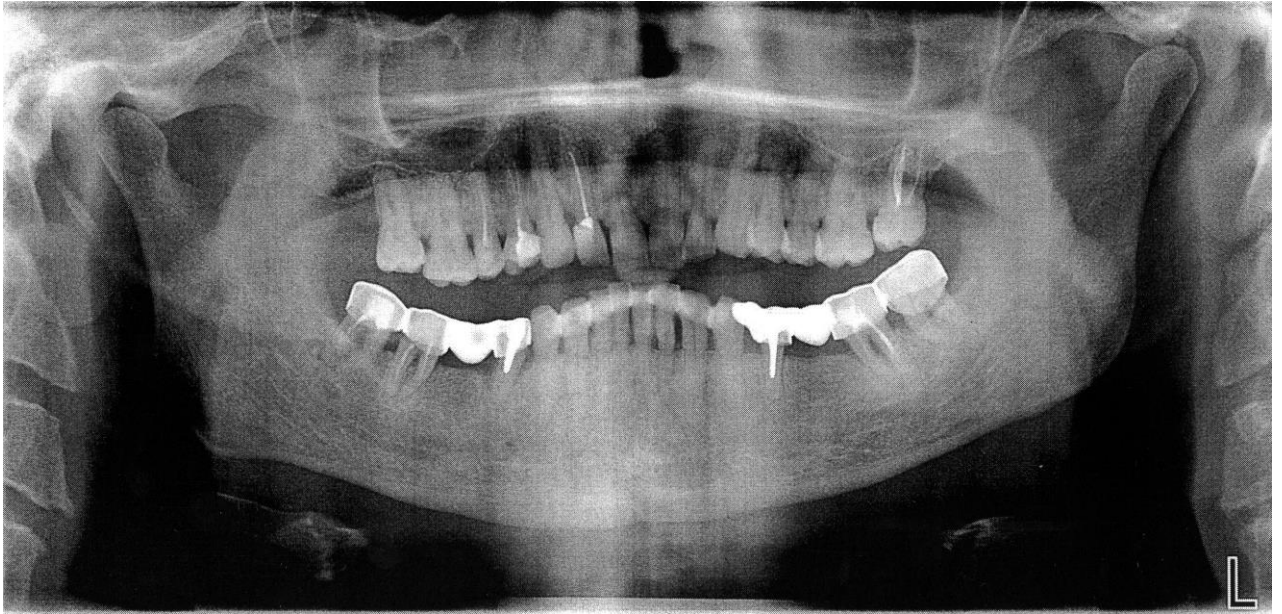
Ортопантомограма хворого Ч. через 3 роки і 2 місяці після шинування. Відмічається подальше ущільнення міжальвеолярних перегородок та утворення «вторинних кортикальних пластинок» у ділянці 31, 32, 33, 34 зубів
